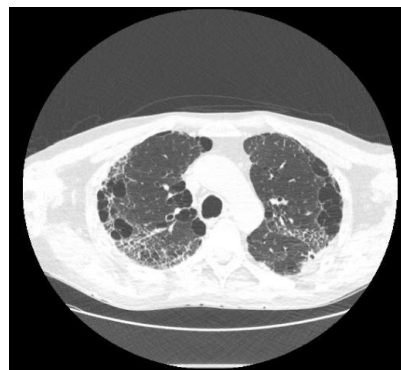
Tomografias de tórax D55 de sintomas.
